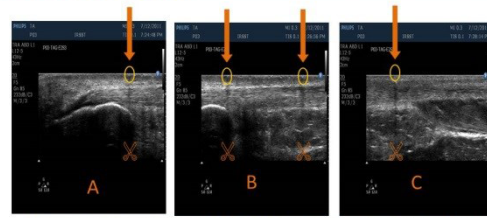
Ultrasound images of the distal (A), middle (B) and proximal (C) portions of the Achilles tendon
